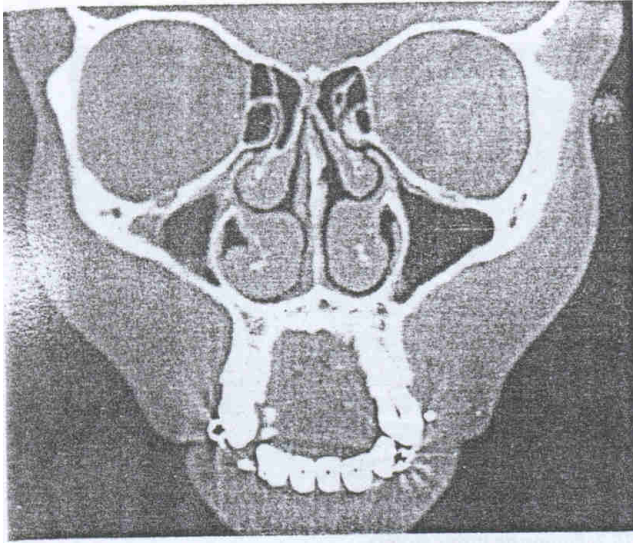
Tomografía computarizada, Corte coronal. Se aprecia la mucosa edematizada con obstrucción casi total del trayecto aéreo, hipertrofia de los cornetes medio e inferior. El ostium nasal derecho está obstruido por hipertrofia de la mucosa.
